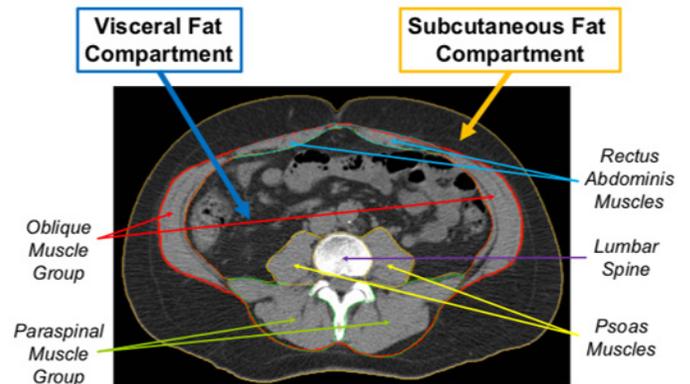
Abdominal CT Slice
